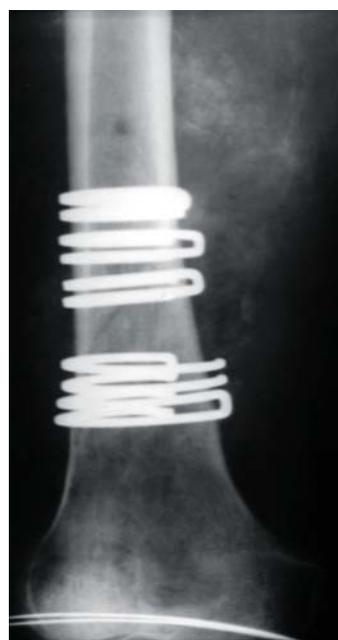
Рентгенограмма той же больной после операции встречно боковой компрессии пятью двубраншевыми кольцевидно стягивающими фиксаторами с ЭПФ.
